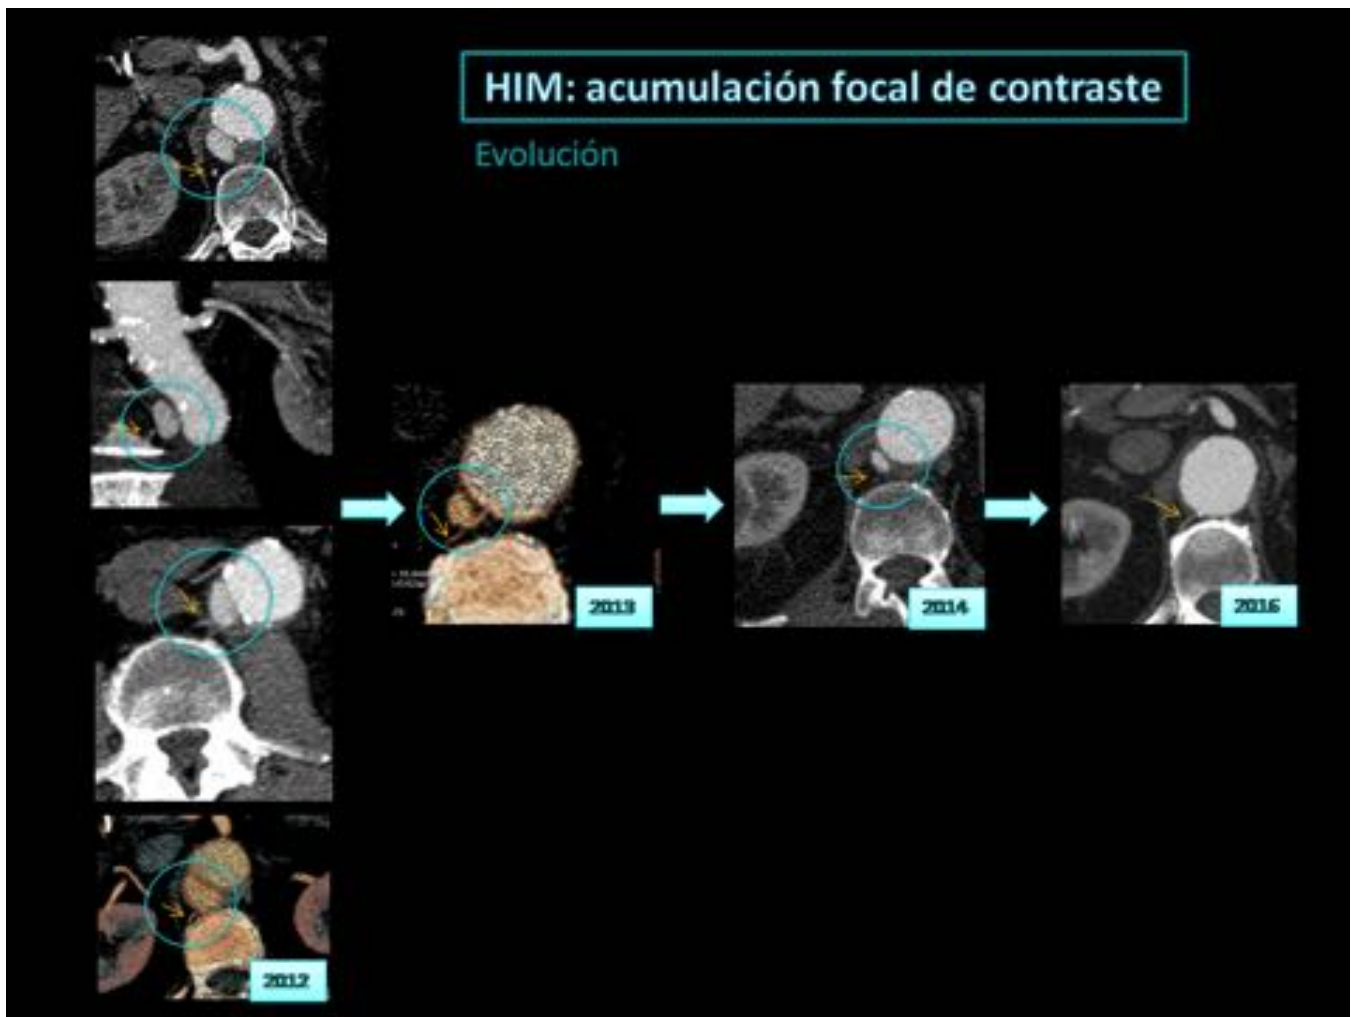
TC: cortes axiales y reconstrucciones volumétricas: Hematoma intramural en el cual se observa la evolución radiológica de una «acumulación focal de contraste» junto al orificio de salida de una arteria lumbar hacia su resolución. Círculo: acumulación focal de contraste / Flecha naranja: arteria lumbar.
